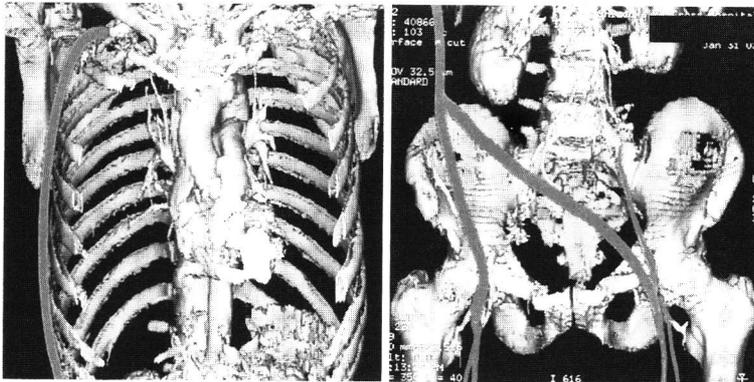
術後3次元-computed tomography graftは全長で開存している（灰色で示す）。
